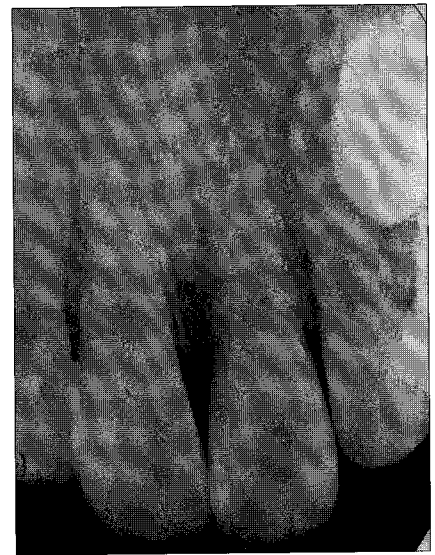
periapical view of 2nd trauma
